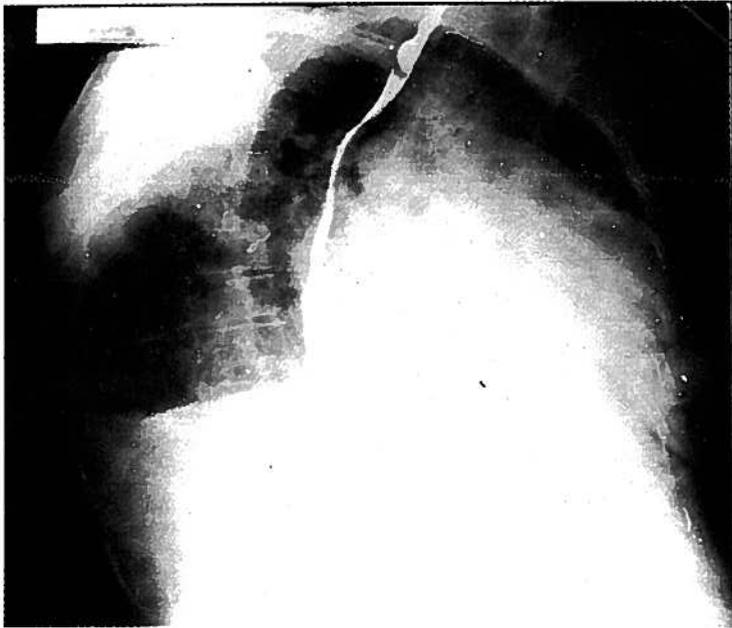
Radiografia do Torax (obliqua com contraste esofágico).
